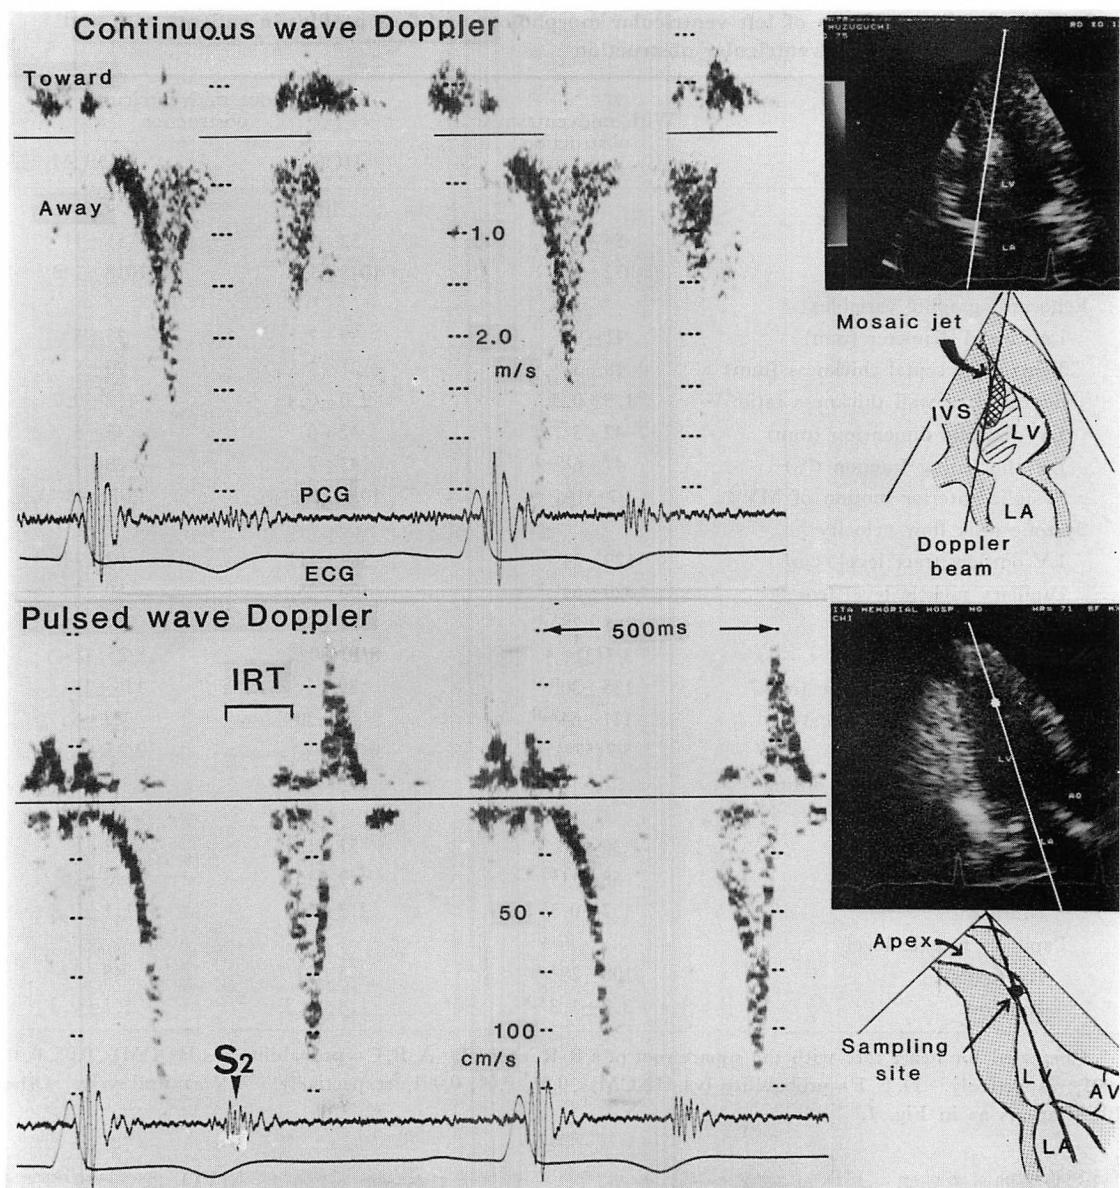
Continuous and pulsed wave Doppler echocardiograms in with MVO (Case 4).
